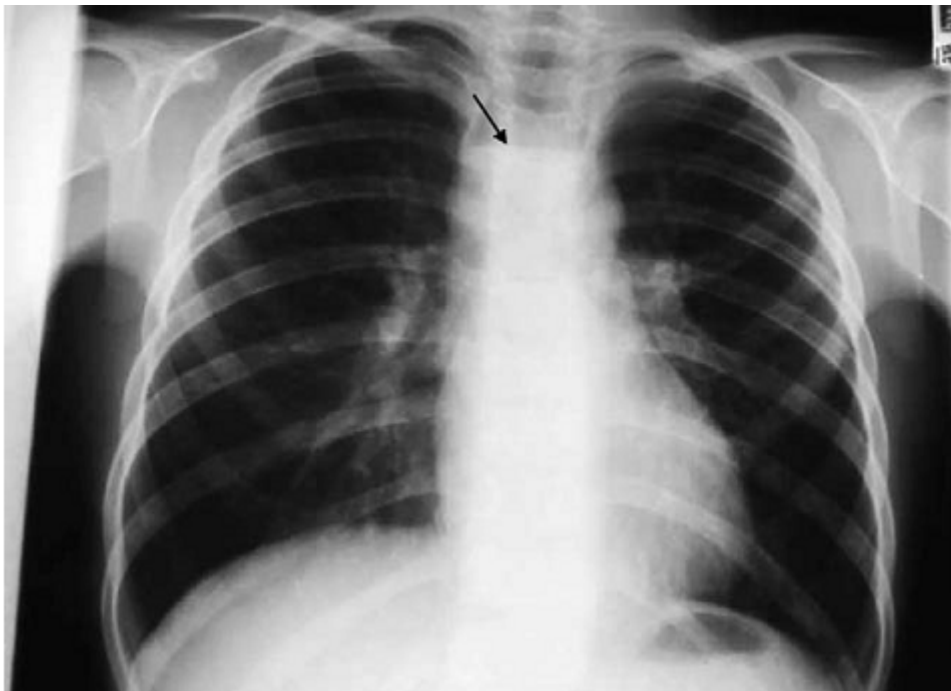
radiographie thoracique de face : niveau hydro-aérique médiastinal. [44]
